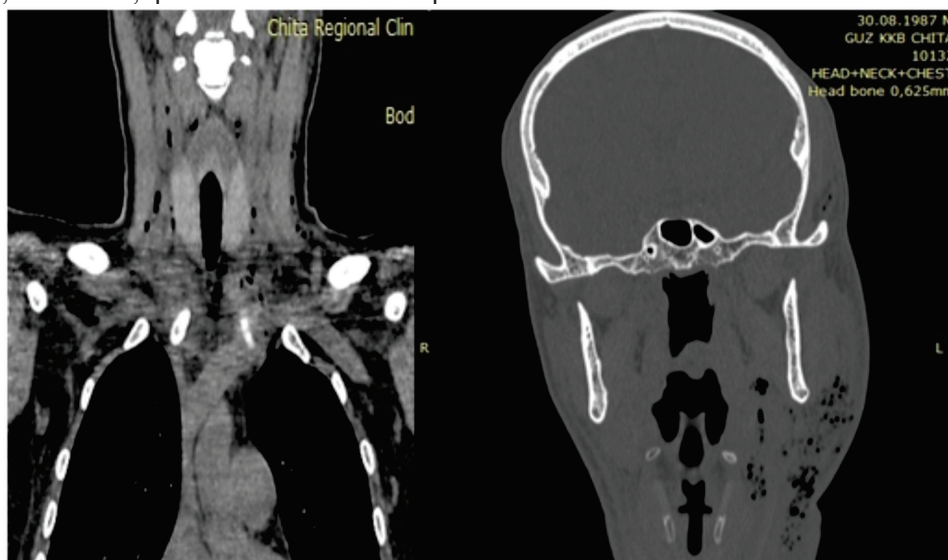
Компьютерные томография шеи при поступлении
